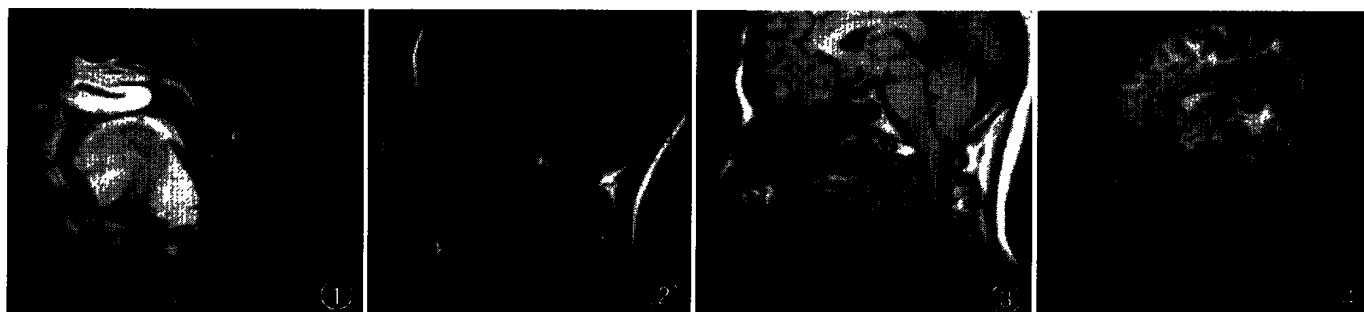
例 1 术前 MRI 可见舌根后团块状影,呈等 T1 长 T2 信号,增强检查:病灶有明显强化。舌根后团块状影与咽后壁之间无隙
